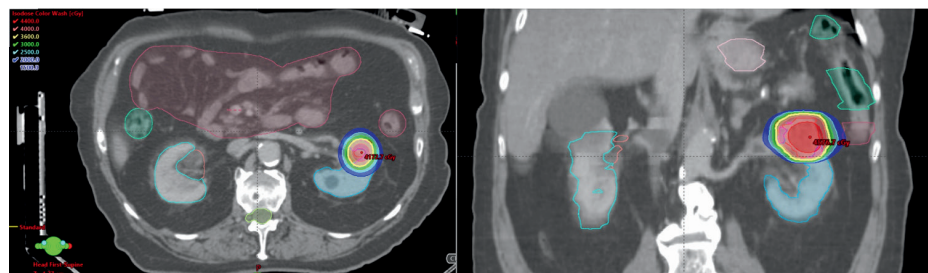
Imágenes de TAC que demuestran el tratamiento de radiación ablativa estereotáctica.
